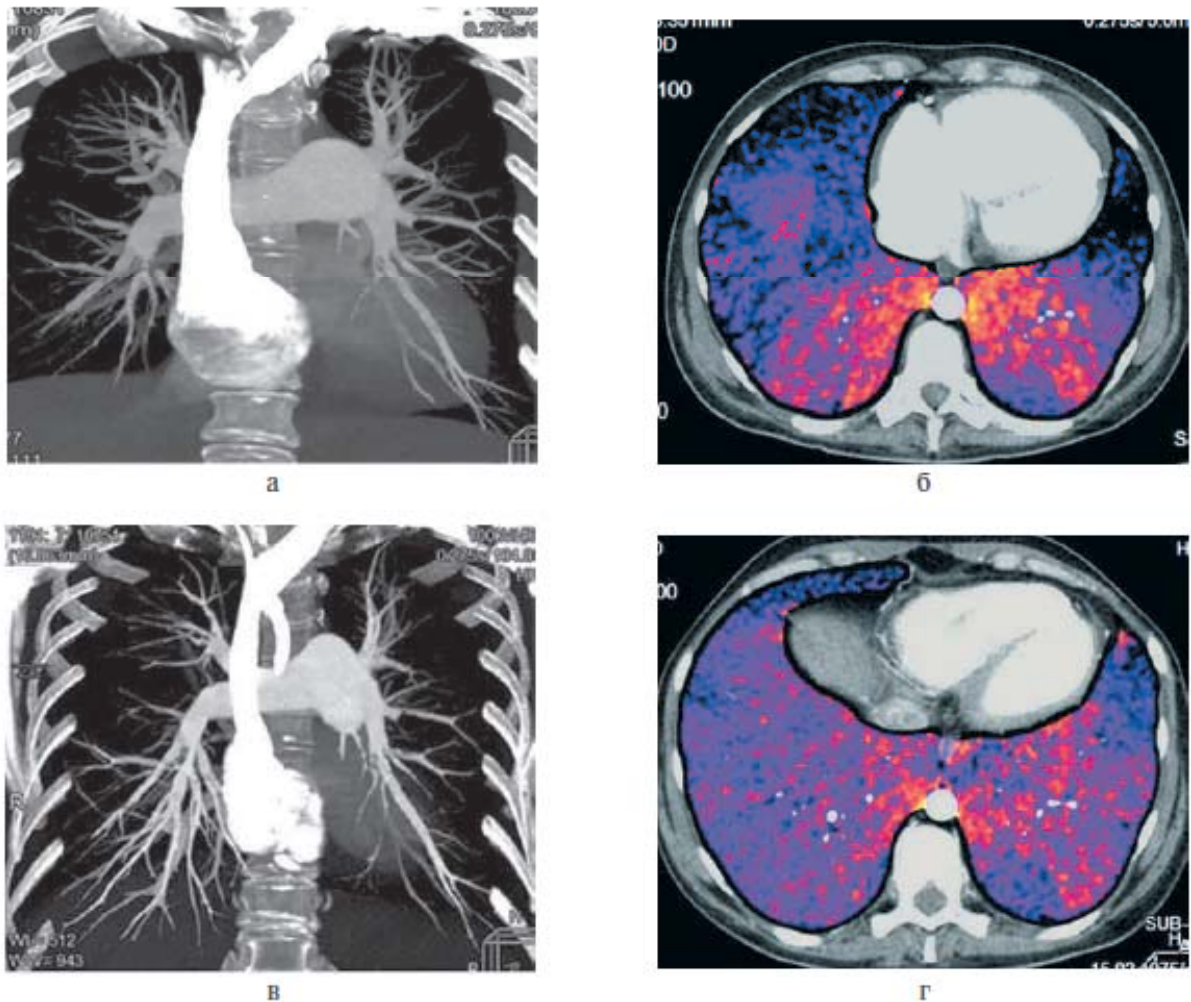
Результаты КТ-АПГ больной Н. до (а, б) и после (в, г) проведения 6 сеансов ТЛ-БАП ЛА.
